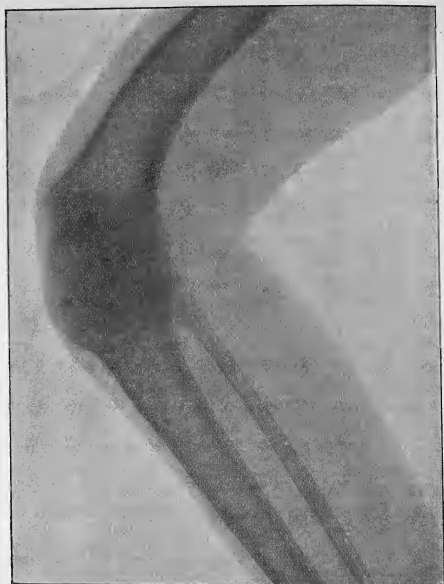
Flexion du genou consécutive à une résection ancienne chez un garçon de 12 ans et demi; on voit sur la radiographie que la déformation tient en partie à l'incurvation à convexité antérieure de l'extrémité inférieure du fémur.
